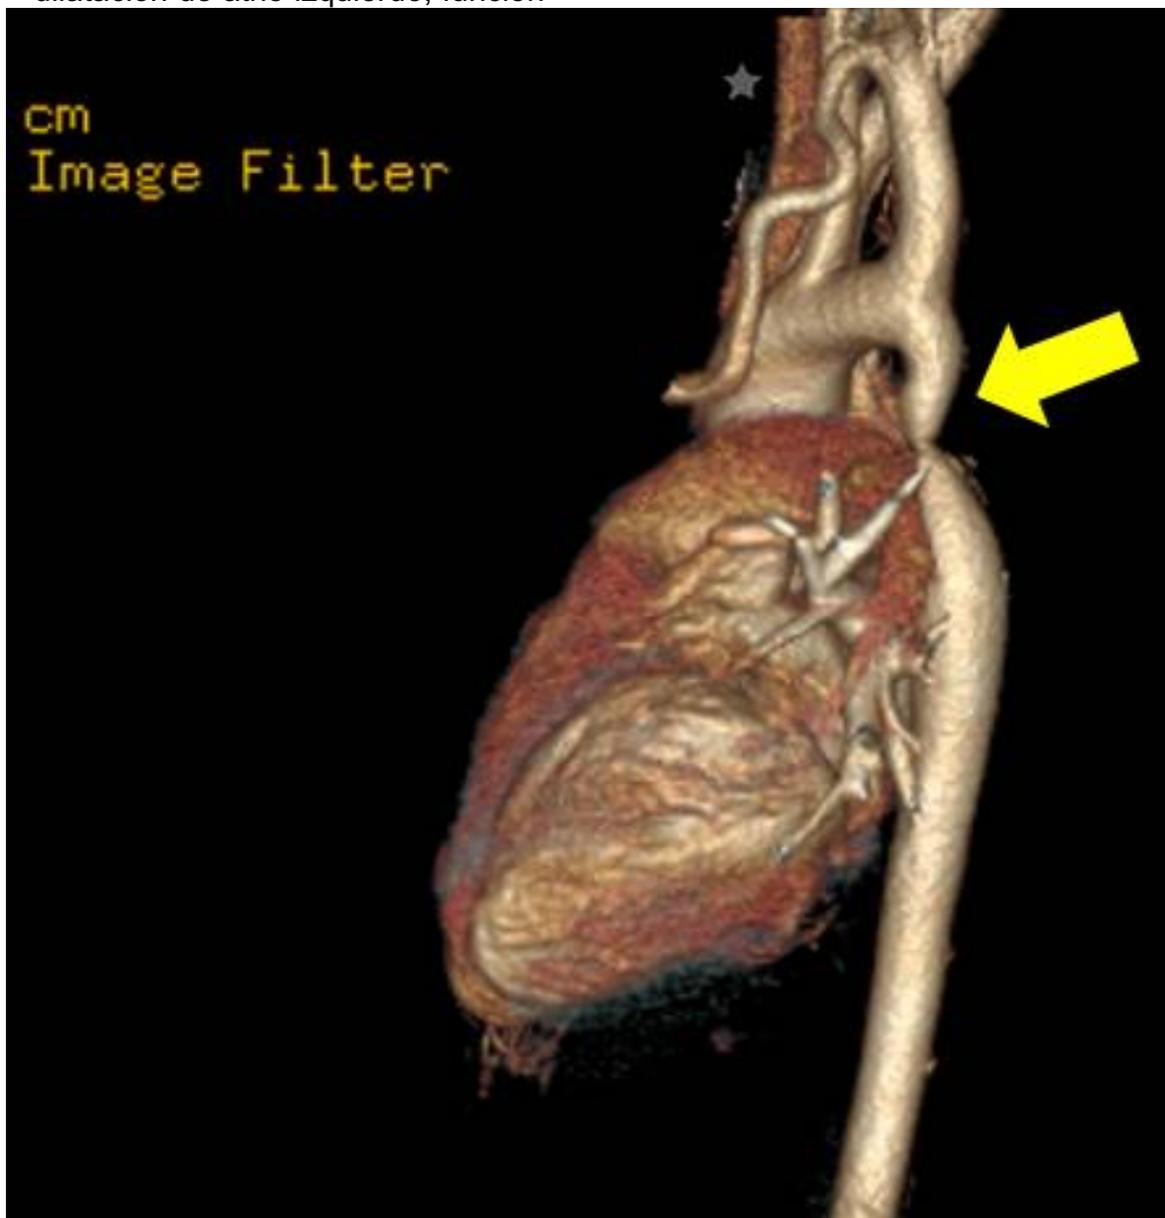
Angiotomografía donde se observa coartación de aorta postductal (flecha amarilla) plano latera izquierdo.
